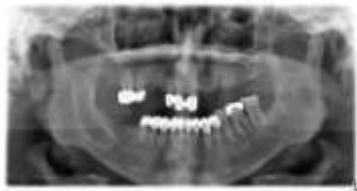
Panoramic radiograph after six months.
